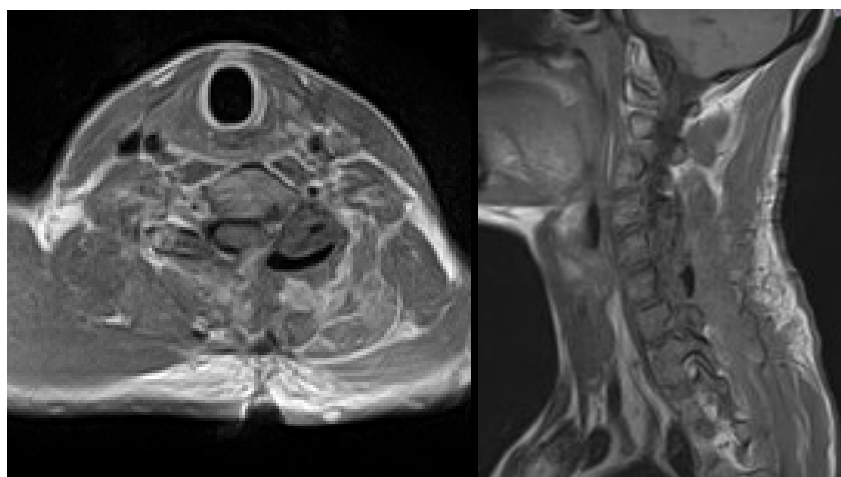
МРТ шейного отдела позвоночника больного после операции.
